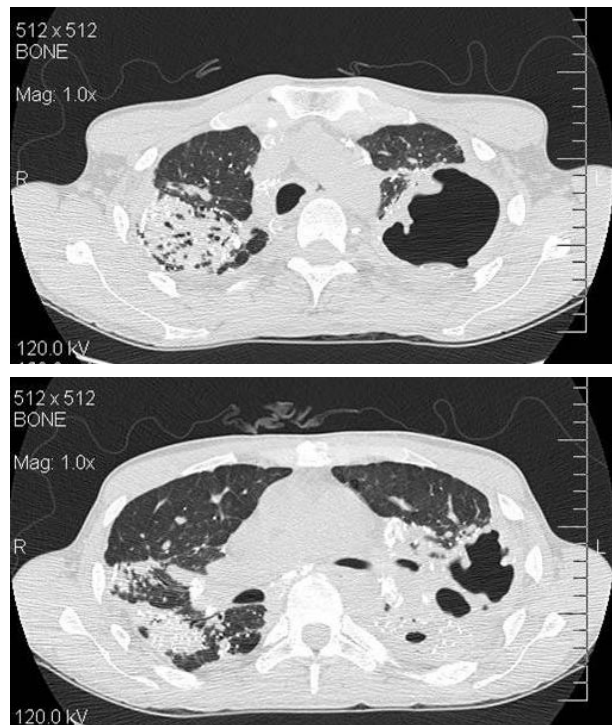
A e B: Tomografia de tórax com bronquiectasias de tração, inúmeras calcificações e cavidade bem delimitada.
